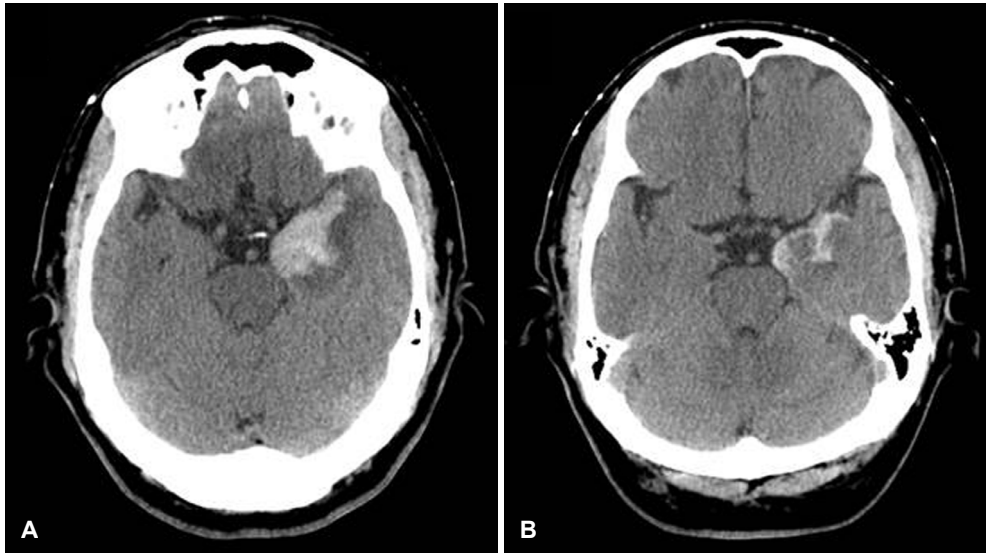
Brain computed tomography (CT). CT shows a large hematoma in the left medial temporal lobe (A), which shrinks in the follow-up study (B).
